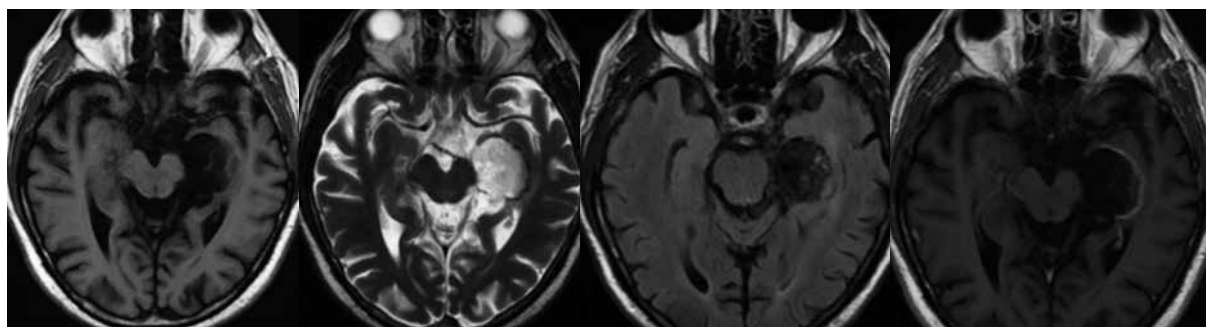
Cortes axiales en las secuencias T1, T2 y FLAIR (A, B, C y D) y T1 con gadolinio, con el que se observa realce en anillo (D).
